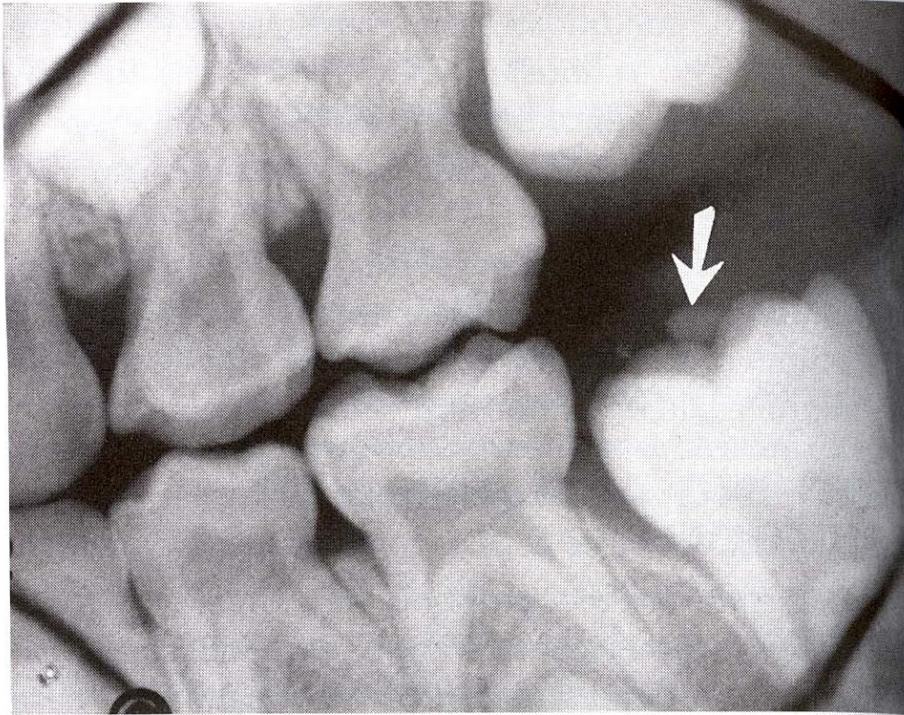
Radiographic appearance of an eruption sequestrum (arrow) in a child 6 years, 9 months of age. No treatment is required unless symptoms develop. (Courtesy Drs. Paul E. Starkey and William G. Shafer.)
